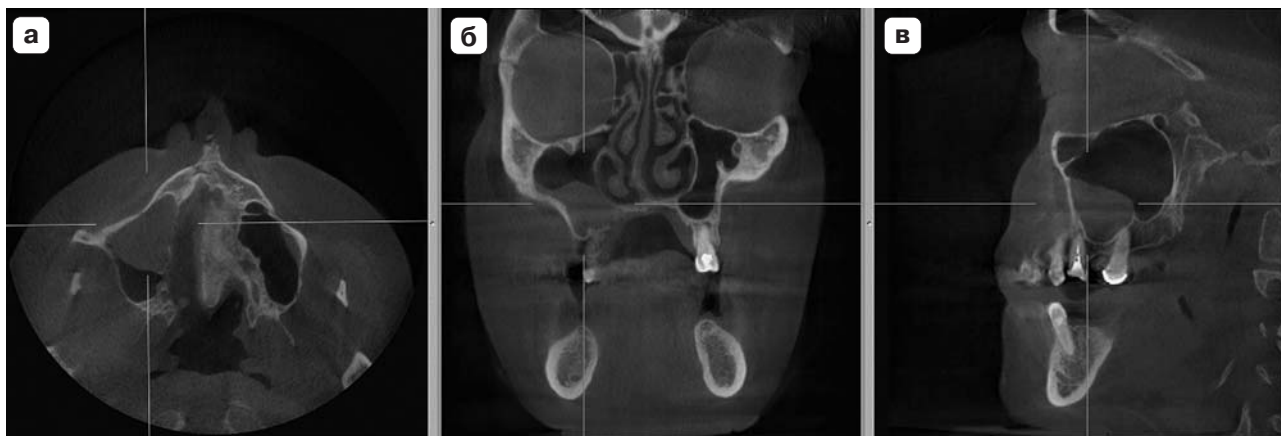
Сочетание хронического верхнечелюстного ограниченного синусита справа, искривления носовой перегородки, незначительной гипертрофии носовых раковин. МСКТ-изображения в аксиальной (а), МРР в коронарной (б) и кососагиттальной (в) плоскостях.
